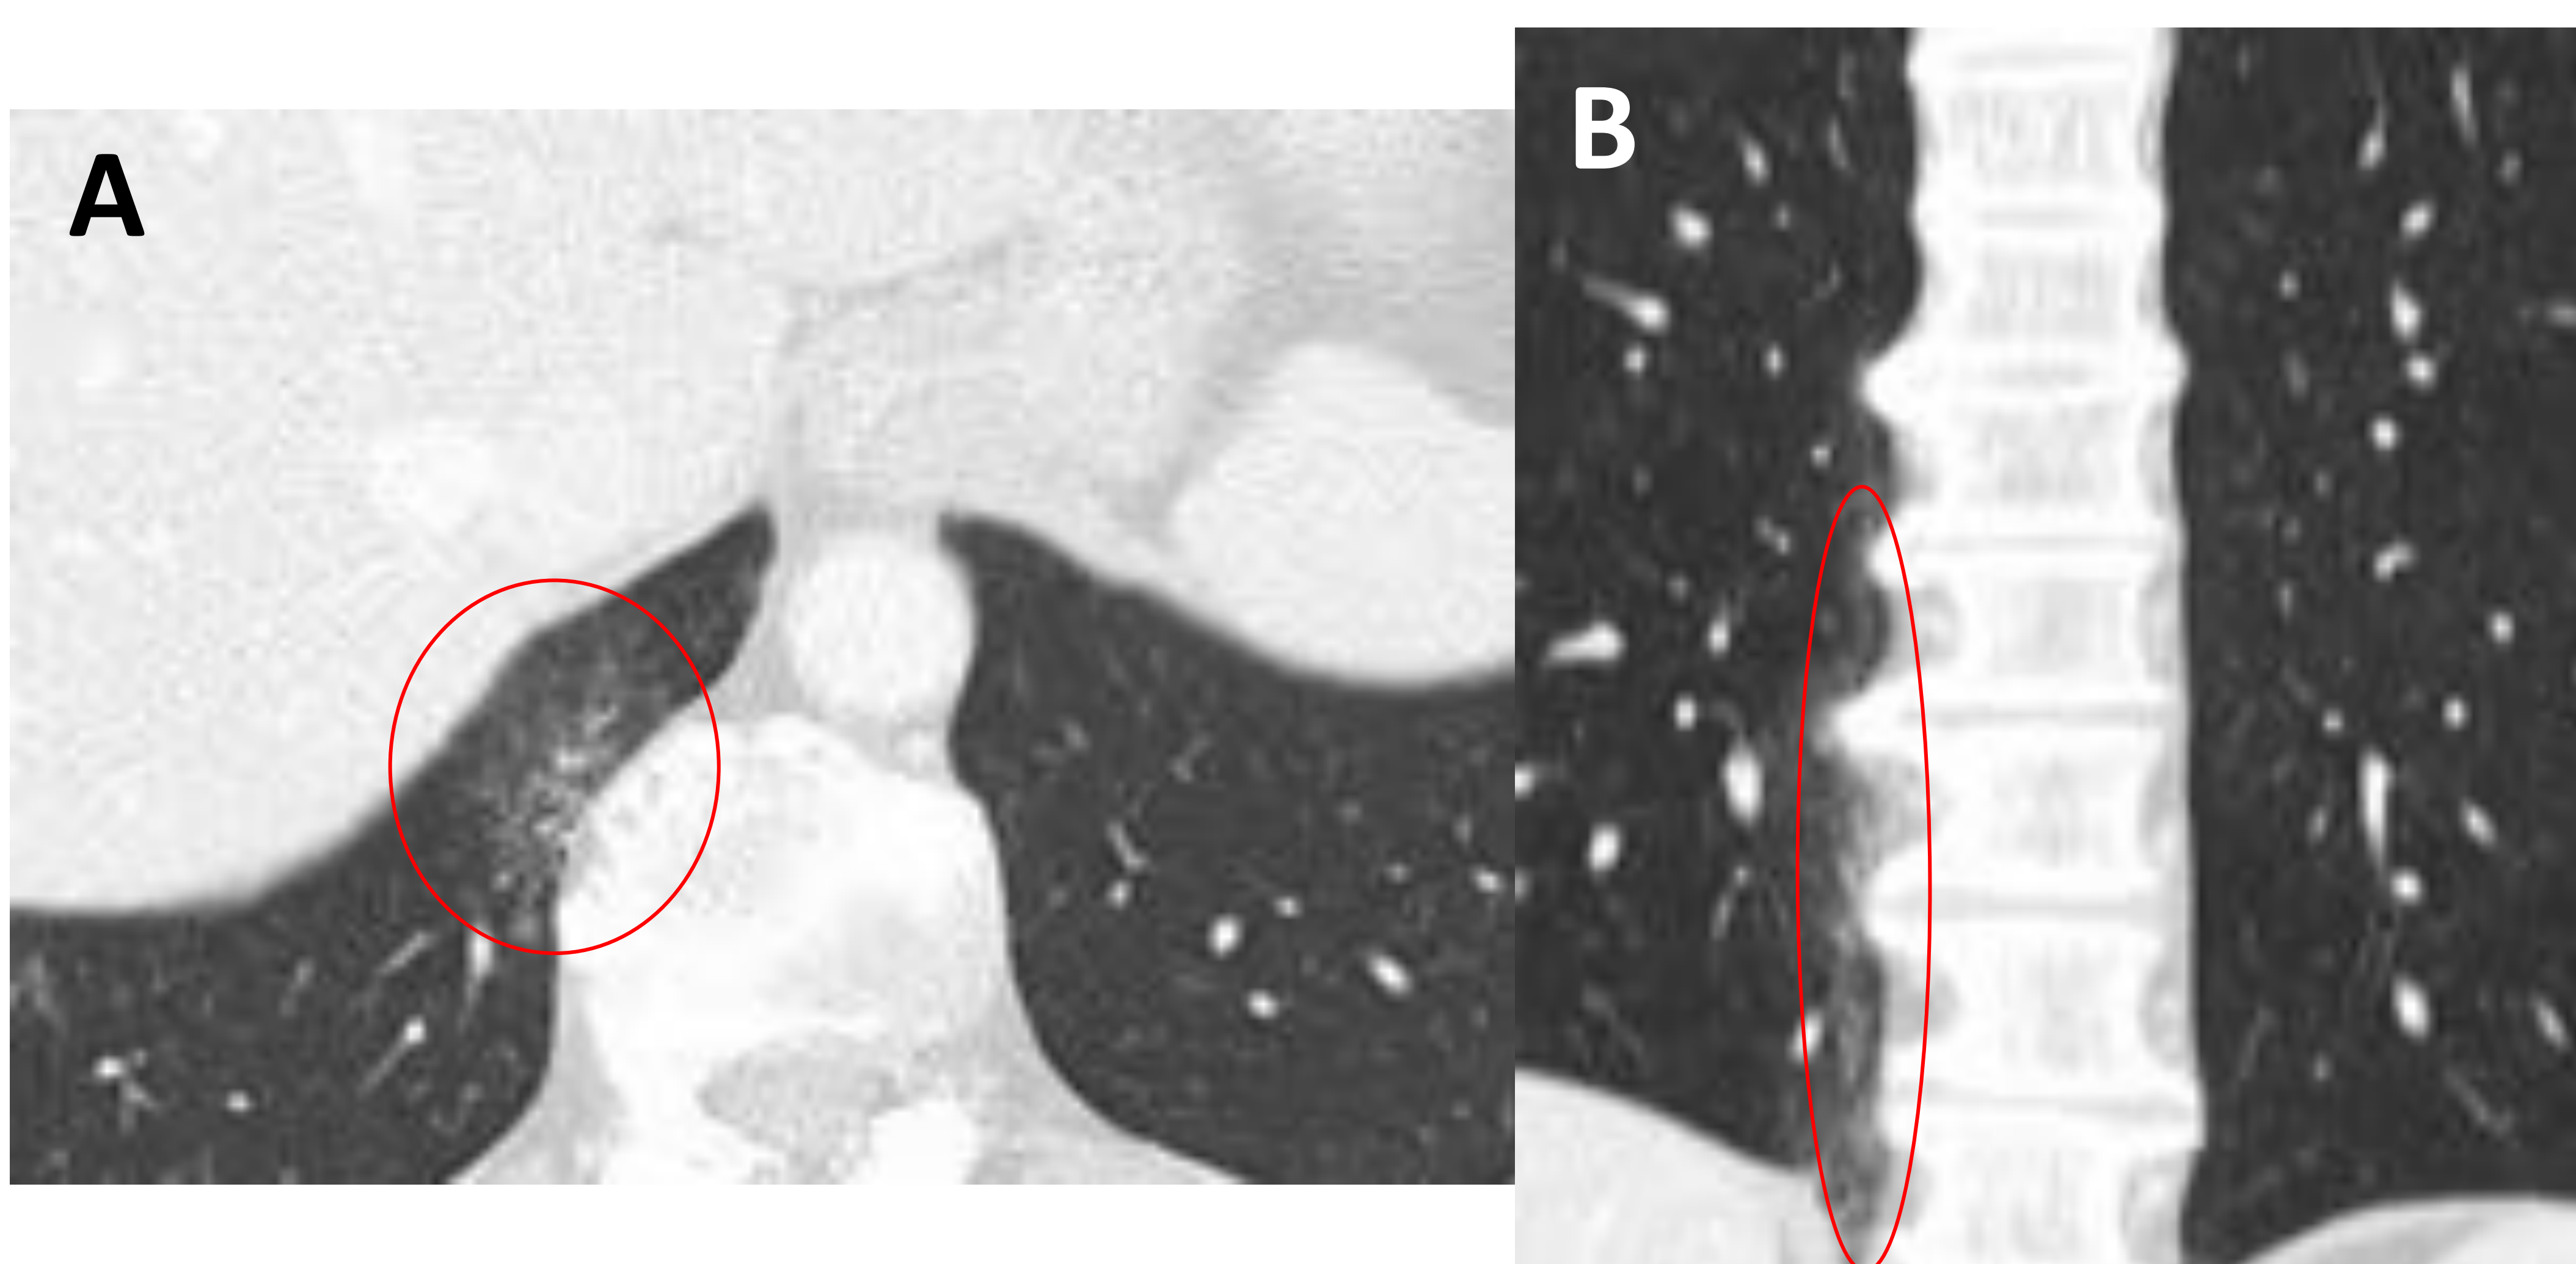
A) Plano axial y B) coronal de TC torácica con CIV y ventana de parénquima. Se aprecia un área en vidrio deslustrado algo más marcada que en la figura 14.
